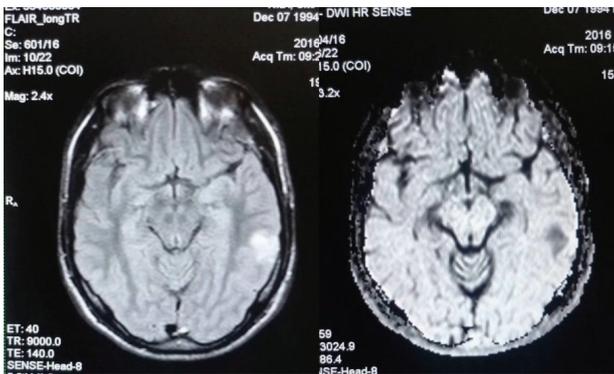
МРТ головного мозга пациента С. от 20.12.16 г.
